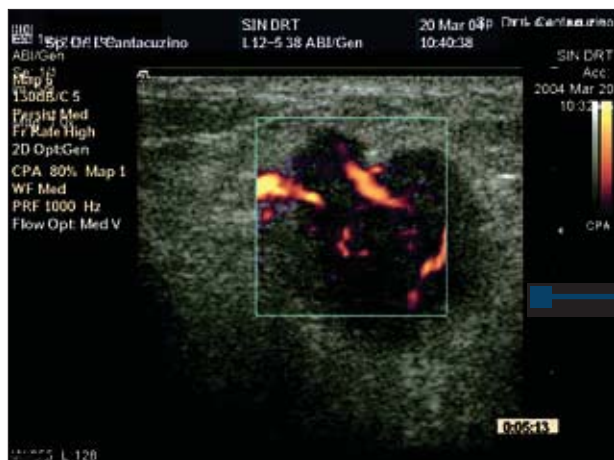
Imagine în power Doppler, demonstrând o vascularizație bogată intratumoral, cu vase cu traiect sinuos și ramificații numeroase
